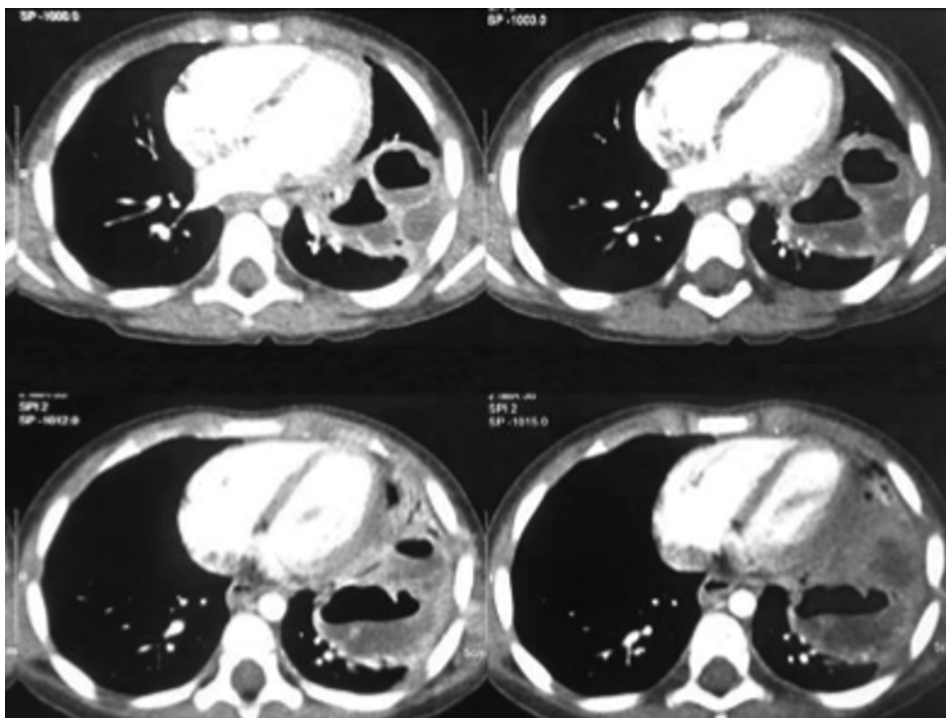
Skan tomografii komputerowej klatki piersiowej (przypadek 1) ujawniający brak prawidłowej architektury płuca, słabsze wzmocnienie mięszu i liczne jamy o cienkich ściankach, rozległe zagęszczenia tkanki w płacie lewego płuca, martwicę i wysięk opłucnowy
